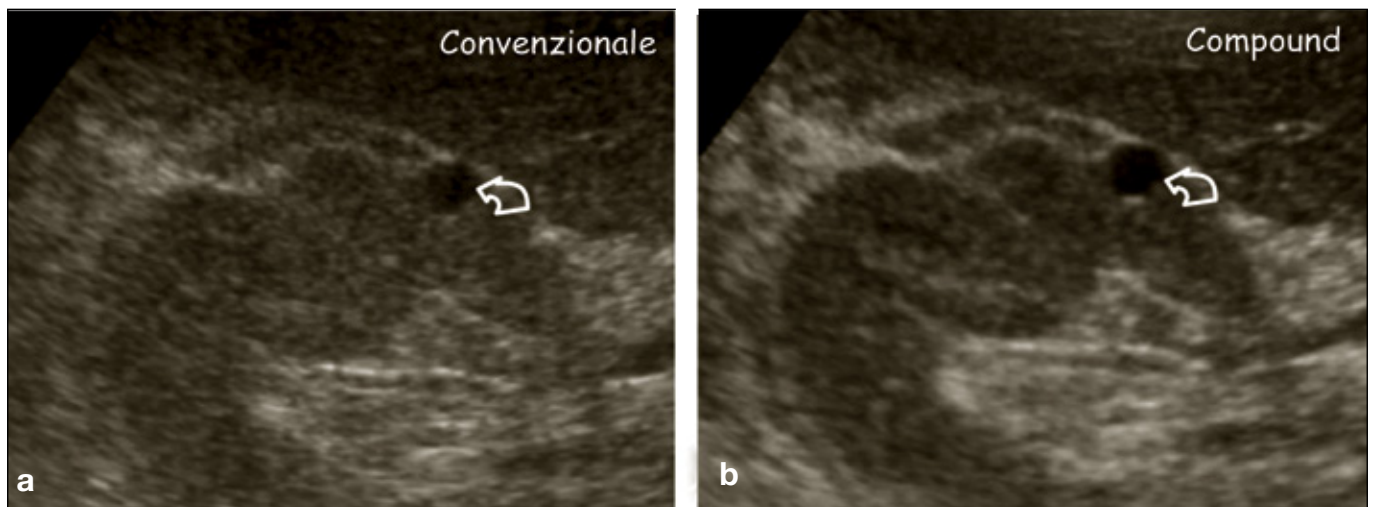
Utilità della tecnica compound per lo studio del rene. a) Immagine del rene disturbata dallo speckle, un artefatto che si manifesta come una granulosità non corrispondente ad alcuna struttura reale. Lo speckle disturba la visualizzazione dei dettagli e riduce la risoluzione di contrasto. L'artefatto dello speckle è la conseguenza del fatto che il fascio ultrasonoro è un'onda coerente, prodotta dall'interferenza dei fasci prodotti dai singoli elementi del trasduttore. La diffusione dell'onda all'interno dei tessuti ne mantiene la coerenza, ma produce delle variazioni casuali di fase che si manifestano come fenomeni di interferenza costruttiva e distruttiva. b) Utilizzando la tecnica compound si ottiene una sostanziale riduzione dello speckle con conseguente miglioramento della qualità dell'immagine e una migliore visualizzazione di una piccola cisti (freccia curva).
